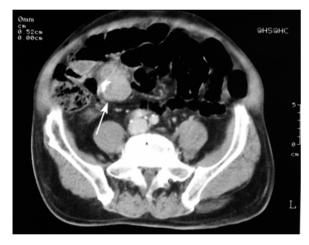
Maligner GIST. Patient mit Obstruktionsbeschwerden und gastrointestinaler Blutung. Die initiale CT zeigt einen glatt begrenzten Tumor in Bezug zu dilatierten, luftgefüllten Dünndarmschlingen (*Pfeil*). Die randständige Verkalkung ist ein Kriterium für Malignität
